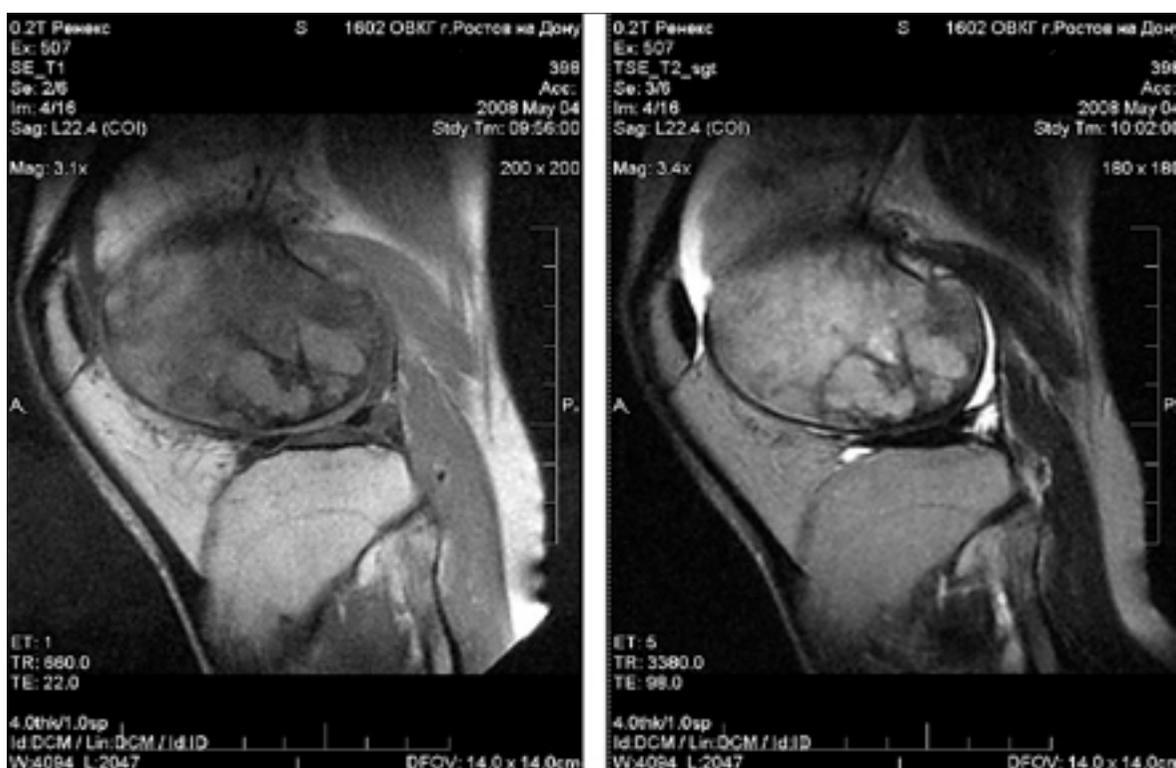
МРТ в сагиттальной проекции в режимах SE-T1, TSE-T2
